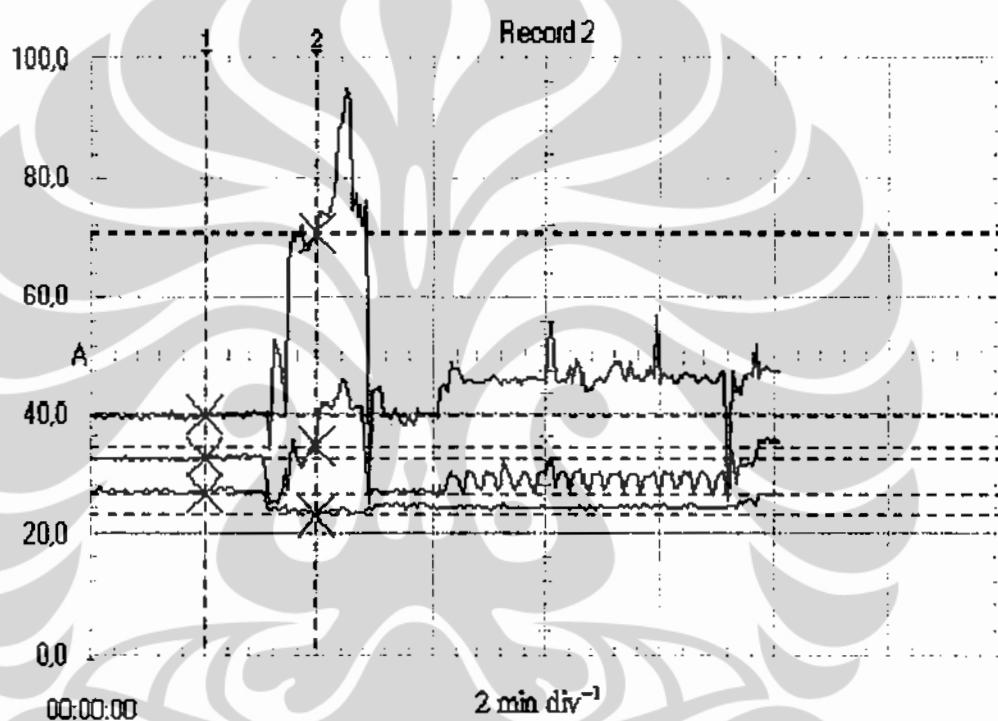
menunjukkan hasil pengamatan arus puncak yang terjadi pada saat pengoperasian alat CT scan ini. Arus puncak senilai lebih dari 90 A tampak teramat.
